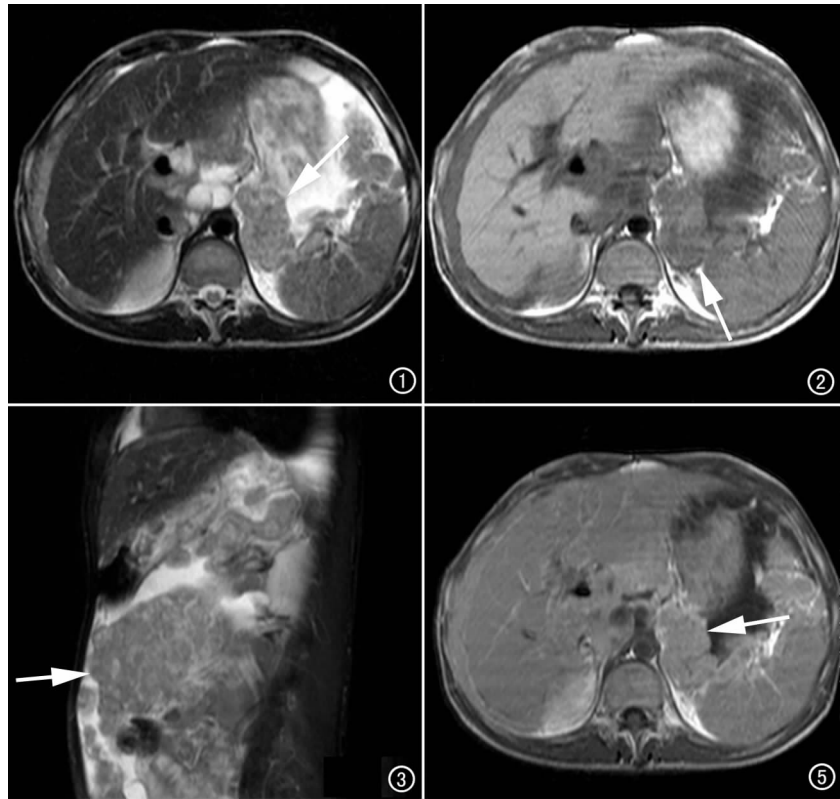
MRI轴面 T_2WI 示肝脾之间及肝周、门静脉周围不均匀较长 T_2 异常软组织影(箭)。图2 MRI轴面 T_1WI 示病变呈较长 T_1 信号改变(箭)。
